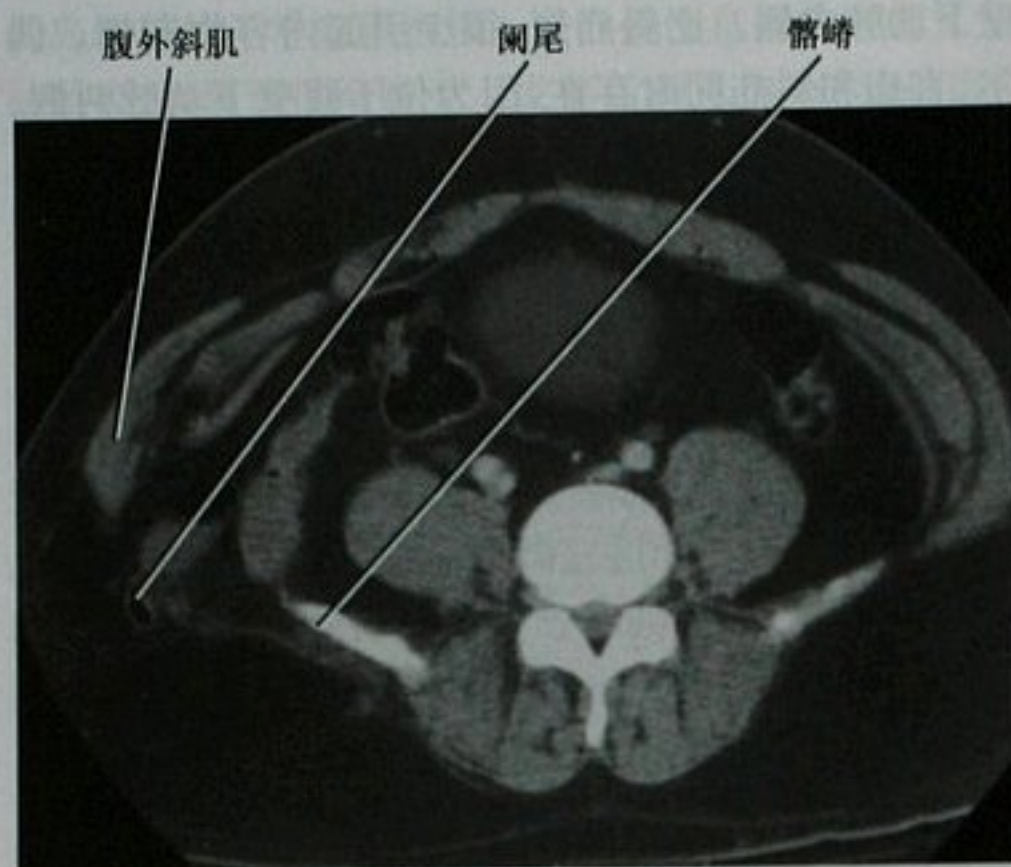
盆腔增强 CT 横断面图像,创伤后形成的腹疝患者
